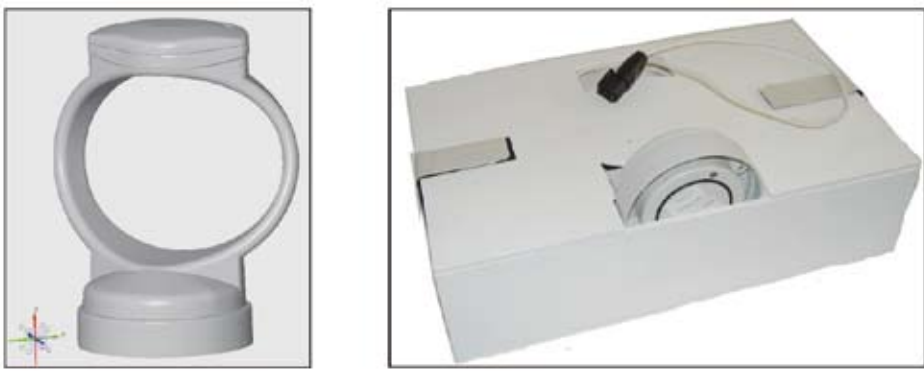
Für die Untersuchungen im Stand-MRT wurde eine Schulerspule (links) in Hartschaum eingebettet (rechts).
